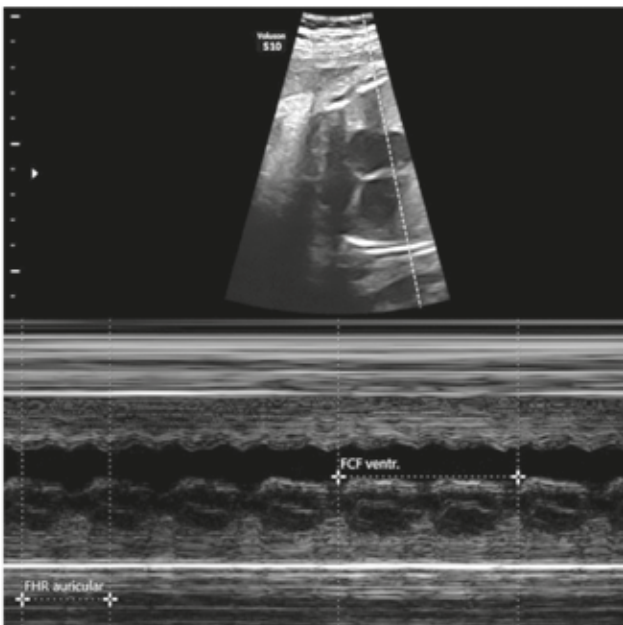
Imagen de ecocardiografía fetal en la 35+1 SEG, modo M, en la que se observa arritmia auricular, se estima una frecuencia auricular a 327 lpm y frecuencia ventricular a 159 lpm, con sospecha de flutter auricular. Se constató también dilatación de aurícula derecha.
